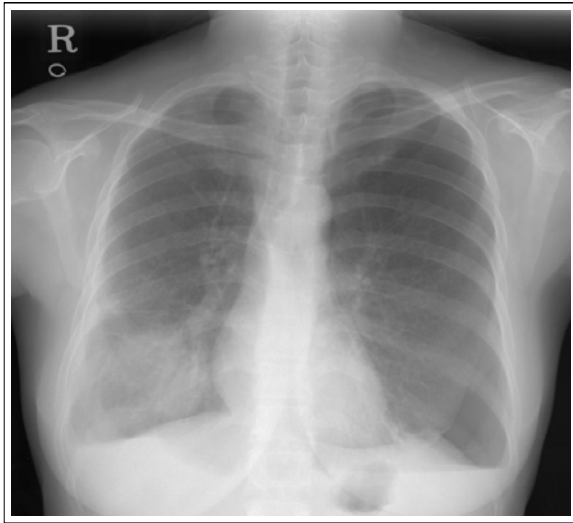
Chest X-ray shows a lung mass in right lower lung field and pneumothorax in left lung.
